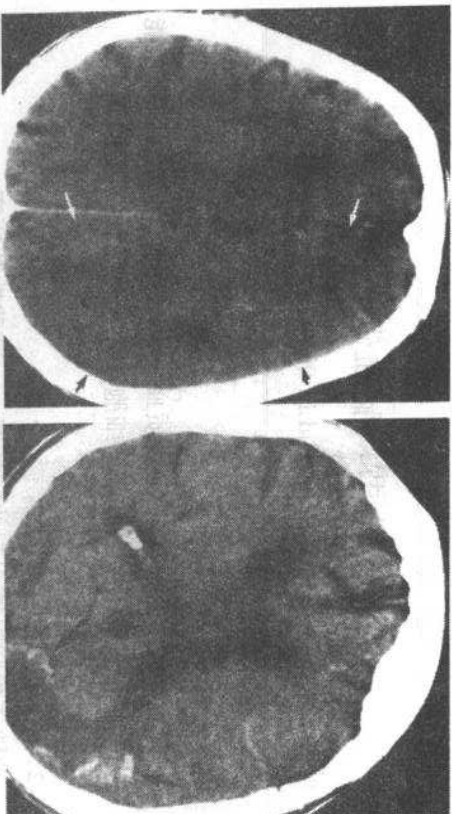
左大脑中动脉供血区大范围脑梗塞,不伴出血(黑箭头),CT 显示脑水肿导致脑沟消失。大脑前后动脉供血区脑组织正常(白箭头)
